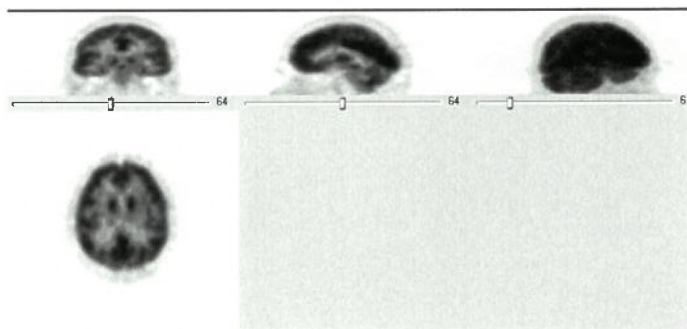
По данным ПЭТ изменений метаболизма не выявлено. Очагов гипо- и гиперфиксации радиофармпрепарата не определяется. Метаболическая активность мозга не изменена.
